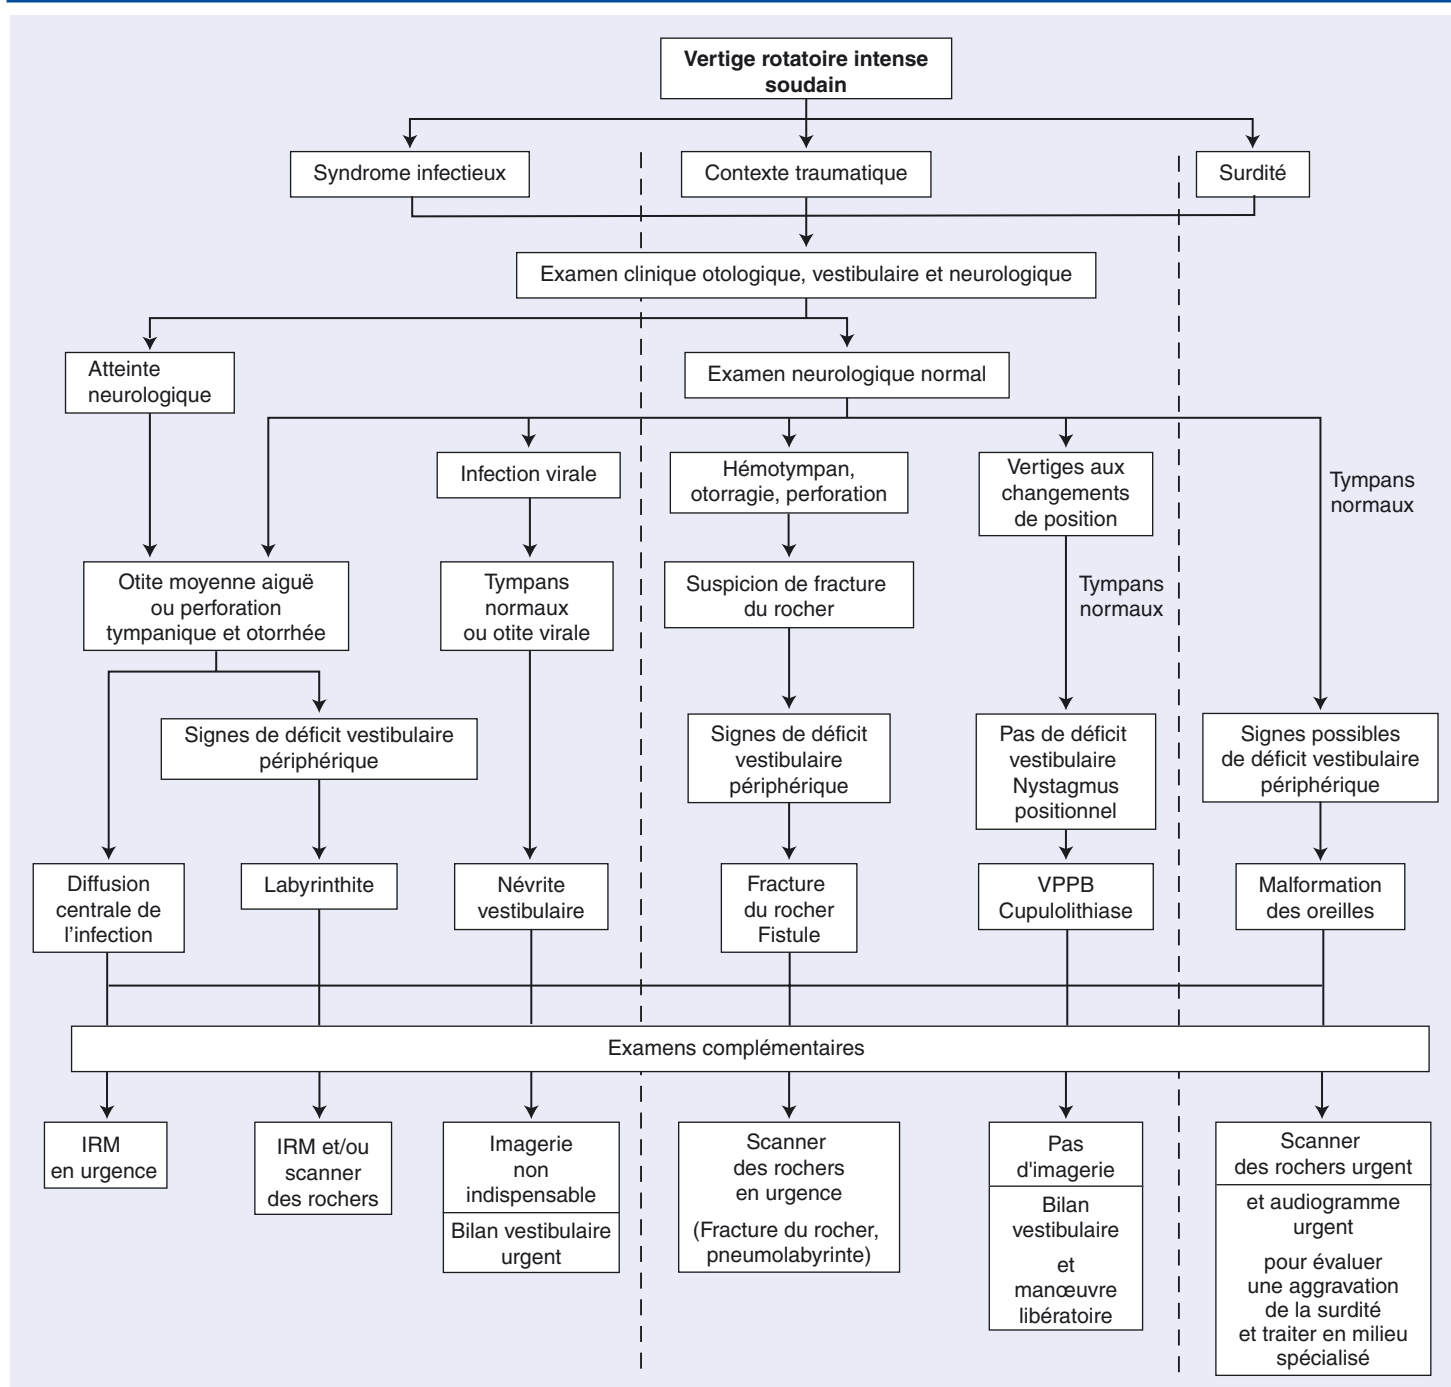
Arbre d cisionnel. Conduite   tenir devant un vertige rotatoire intense soudain. VPPB : vertige paroxystique positionnel b nin ; IRM : imagerie par r sonance magn tique.
